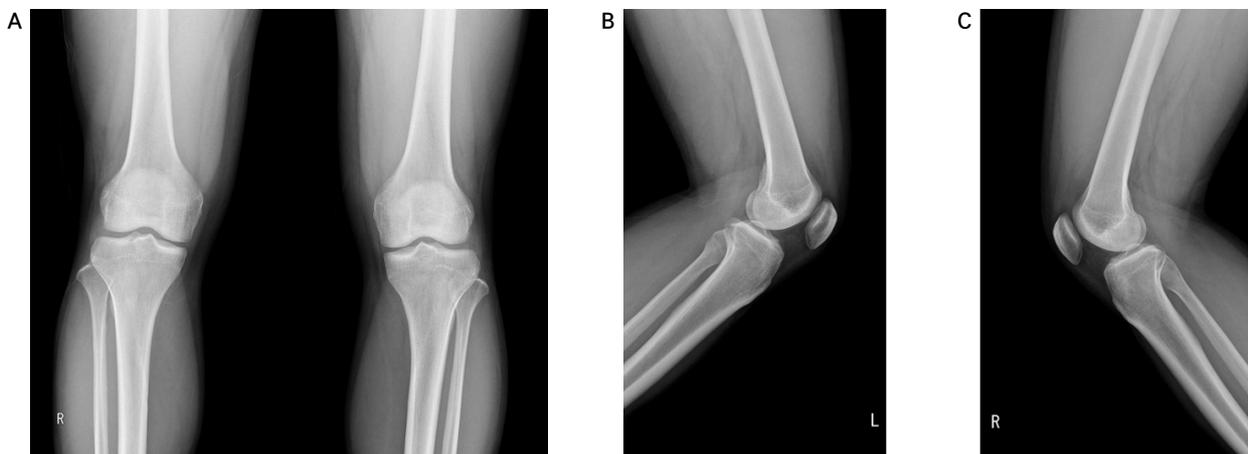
Knee x-ray images of case 2 patient. (A) Knee AP view, (B) left knee lateral view, (C) right knee lateral view on before treatment. AP: anteroposterior view.
